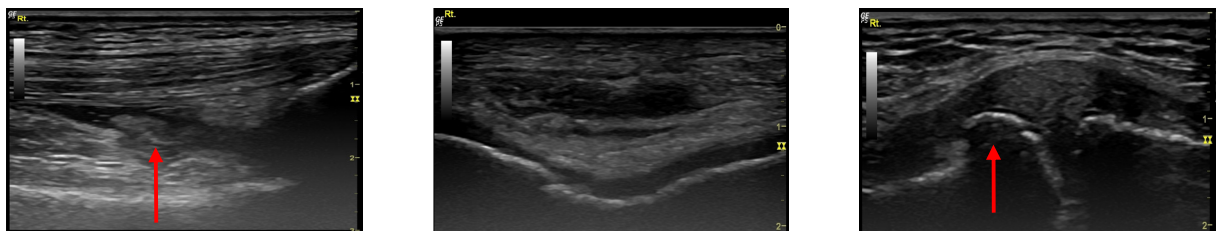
Ultrasound findings of case 7.
